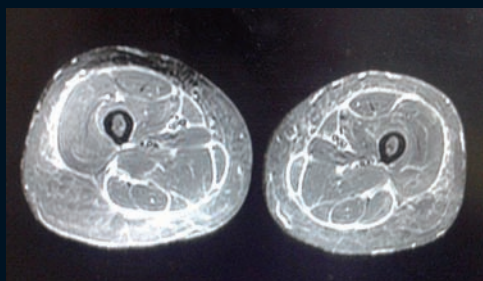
IRM : Fasciite.
